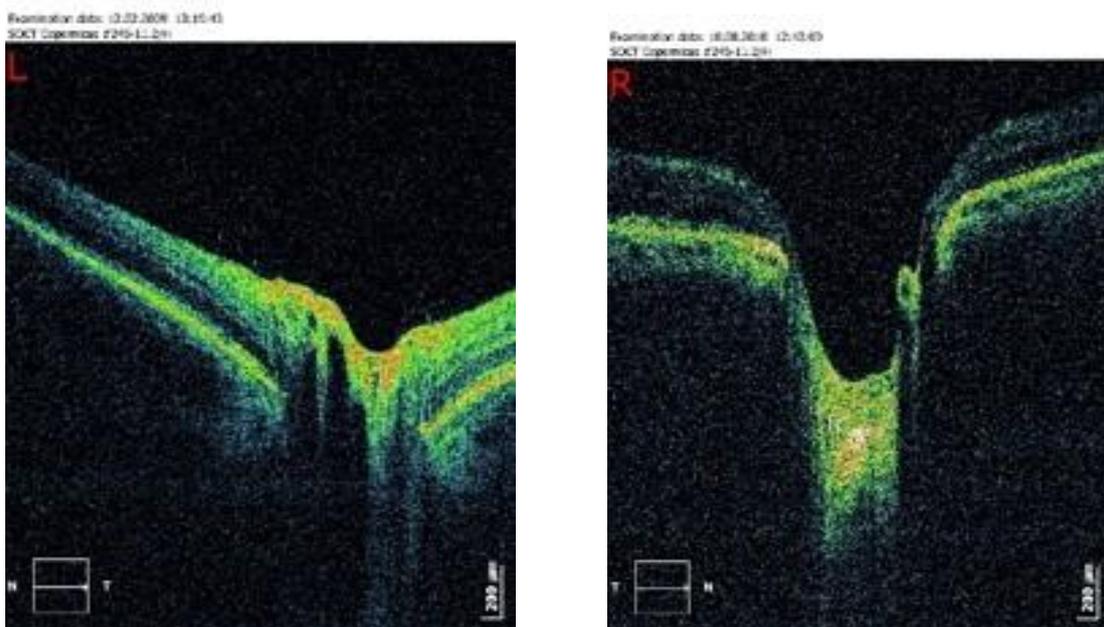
Оптическая когерентная томография. Ямка диска зрительного нерва в норме (слева) и экскавация при глаукоме (справа).
